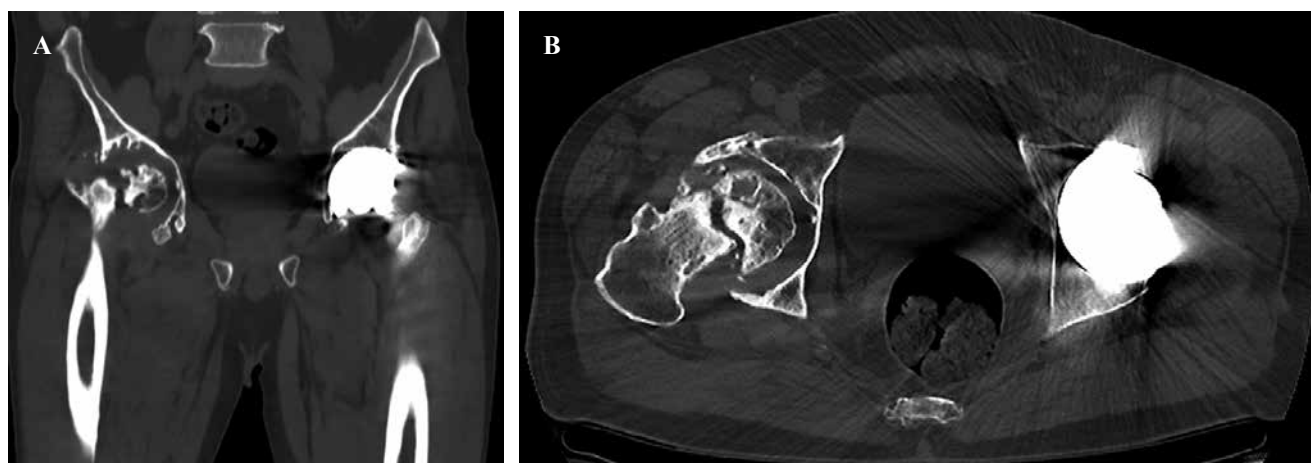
Tomografía computarizada simple de pelvis para precisar características del defecto acetabular derecho. A) corte coronal en el que se observa defecto acetabular con presencia de múltiples quistes subcondrales. B) corte axial en el que se evidencia defecto acetabular predominantemente de la pared posterior y compromiso parcial de la columna posterior.
